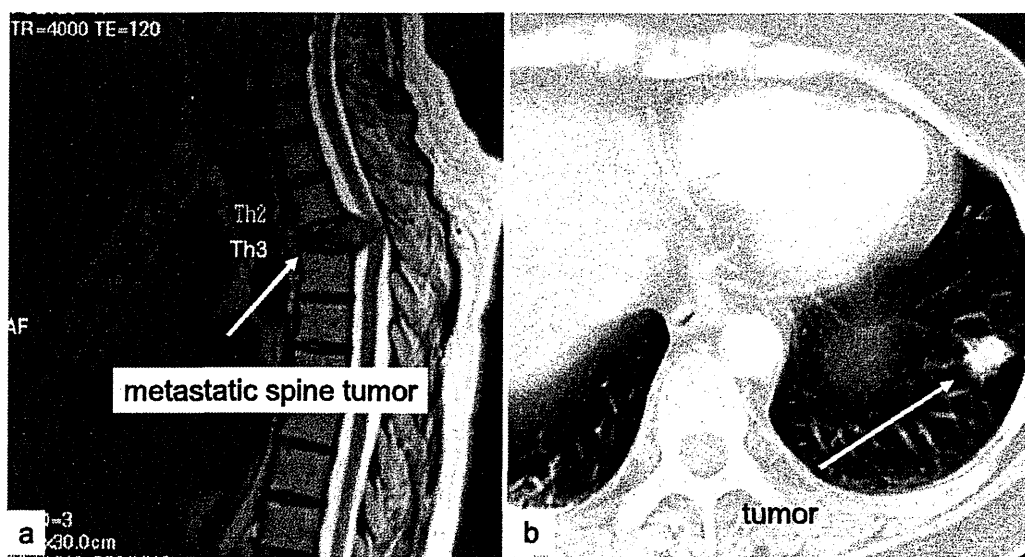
Thoracic spine MRI and chest CT findings. (a) Thoracic spine MR image showing a tumor in Th3 compressing the spinal cord. (b) Chest CT image showing a lung tumor in the left lower lobe.
